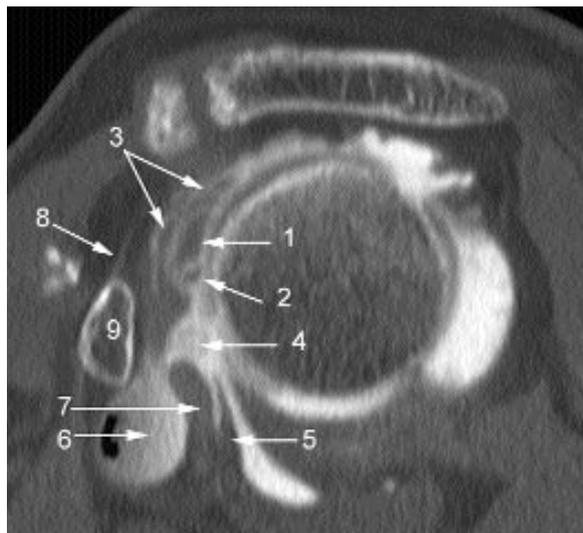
Arthro-TDM de l'épaule gauche: coupe sagittale oblique médiale:
